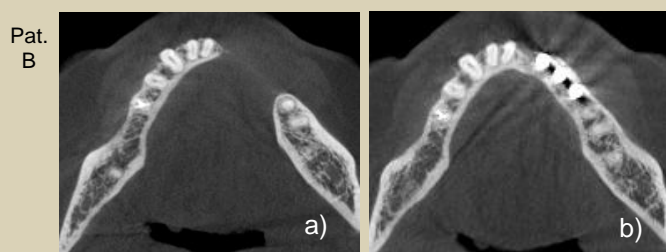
Darstellung Pat. B. mit Digitaler Volumentomographie. Ausgangsbefund mit Zustand nach Tumorresektion (2a). Resultat mit gut eingeeiltem Beckentransplantat und osseointegrierten Implantaten regio 32-34 (2b).
